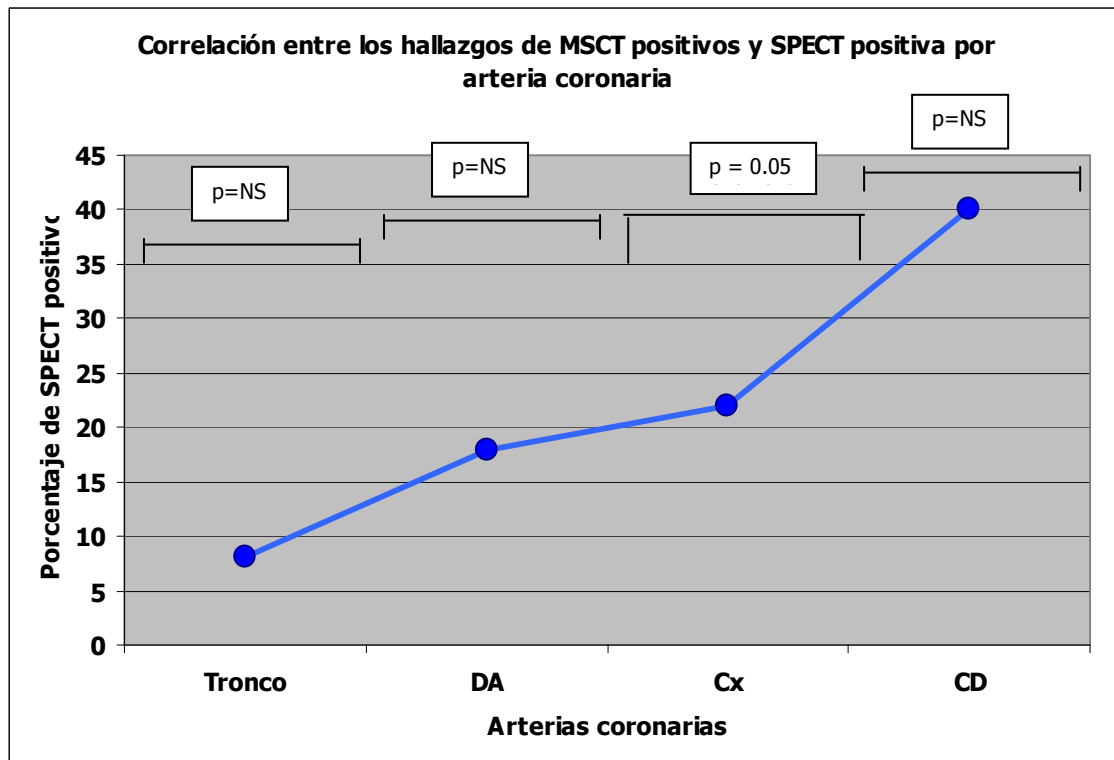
Relación entre la presencia de estenosis y perfusión miocárdica positiva en SPECT por arteria coronaria.
